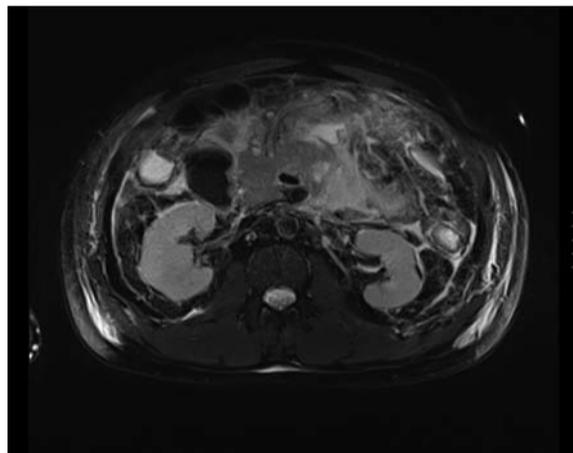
CT eines Patienten mit schwerer Pankreatitis.
